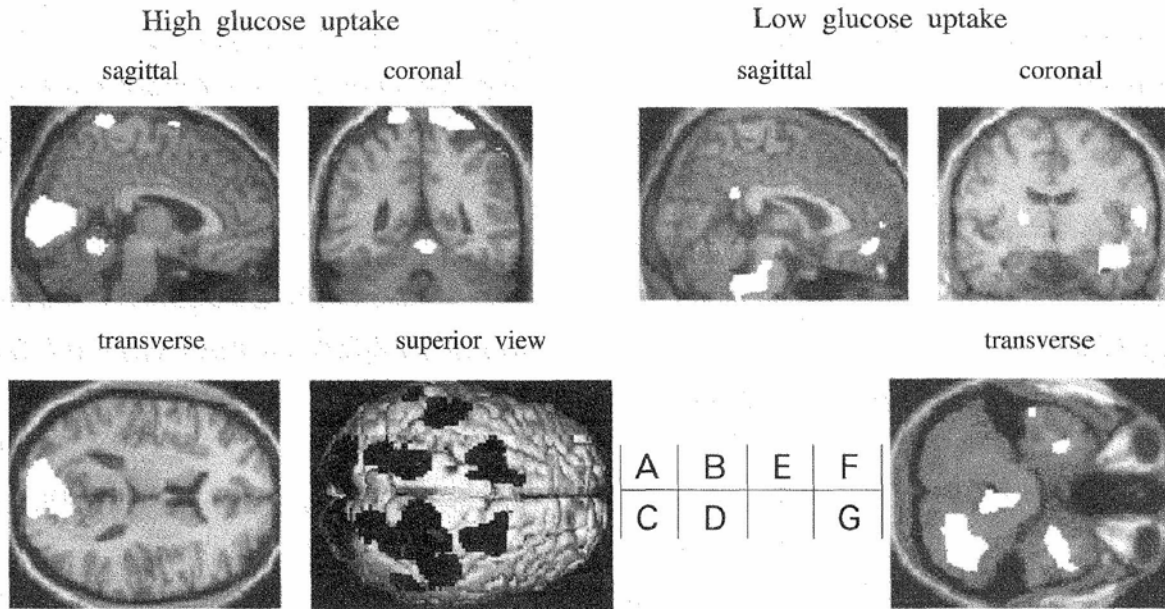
Areas of relatively high and low glucose uptake during running superimposed onto MRI standard brain images. A. Sagittal section image shows high glucose uptake in the posterior parietal, occipital visual and premotor cortices and cerebellar vermis. Areas with significantly high uptake appear white in color. B. Coronal section image shows high uptake in the posterior parietal and vermis. C. Transverse section image shows high uptake in the occipital visual cortex. D. Surface rendering image gives superior (vertex) view which demonstrates high uptake in the premotor, temporo-parieto-occipital association cortex and visual cortex. Areas with significantly high uptake appear black in color. E. Sagittal section image on the right shows low uptake in the basal prefrontal cortex. F. Coronal section image shows low uptake in the temporal lobe including the basal ganglia. G. Transverse section image shows low uptake in the cerebellar hemisphere, in the inferoanterior temporal regions.
